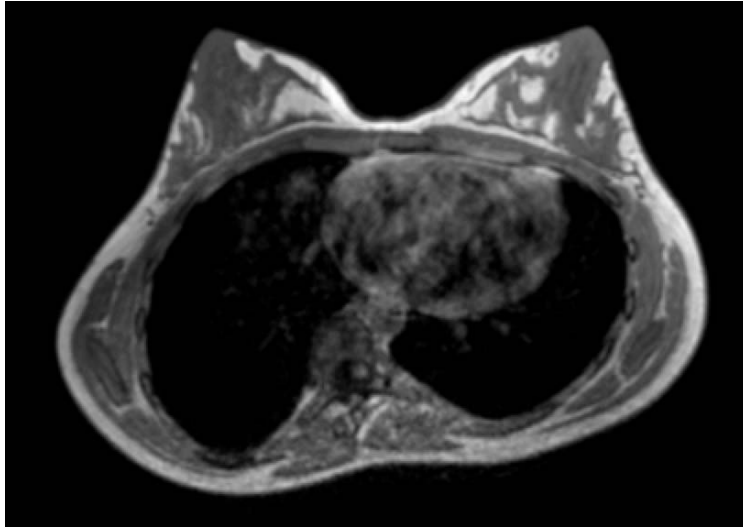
29 Coupe axiale d'un IRM mammaire chez une patiente présentant une scoliose idiopathique de l'adolescence.
